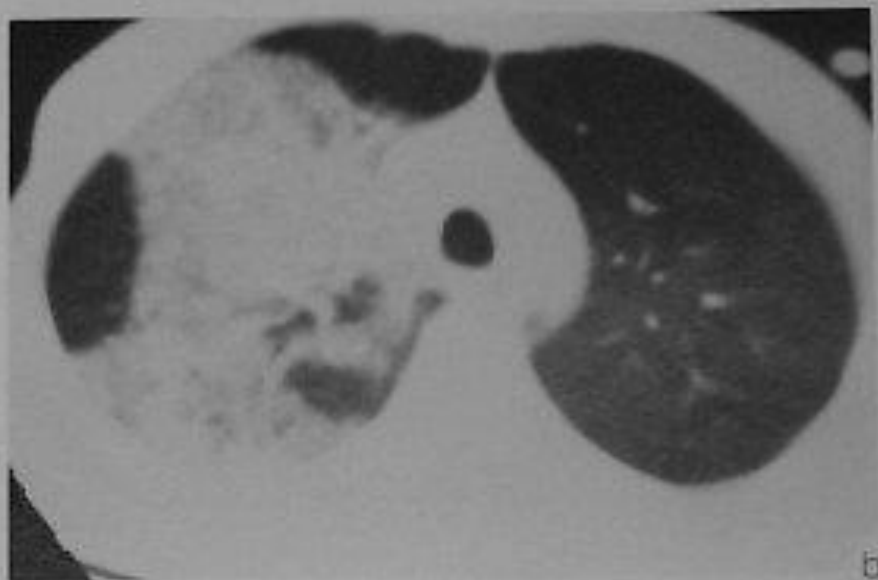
Pneumonia (alveolar pattern) in a patient with AIDS. This 47-year-old male intravenous drug abuser with AIDS presented with weight loss, cough, and chest pain. He had been a heavy smoker for many years. a A posteroanterior chest film shows consolidation of the apical segment of the right upper lobe. Air bronchograms are present b and c CT-scan (obtained to rule out an underlying malignancy) shows the typical appearance of distal air space consolidation. Note the patent segmental bronchus (arrow in c), which virtually excludes a bronchogenic carcinoma. Tracheal aspirate yielded *Klebsiella pneumoniae*.
